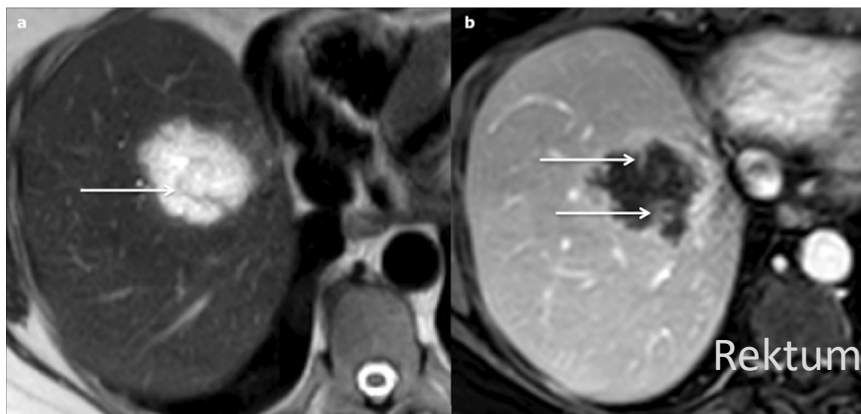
Cystic metastasis of a mucinous tumour of the rectum in a 72-year-old male. The hyperintensity on axial T2-weighted magnetic resonance imaging a is marked but the multiple tiny septa (arrows) incompletely enhanced on portal venous phase (b) are sufficient to reach a conclusive diagnosis in this the context
